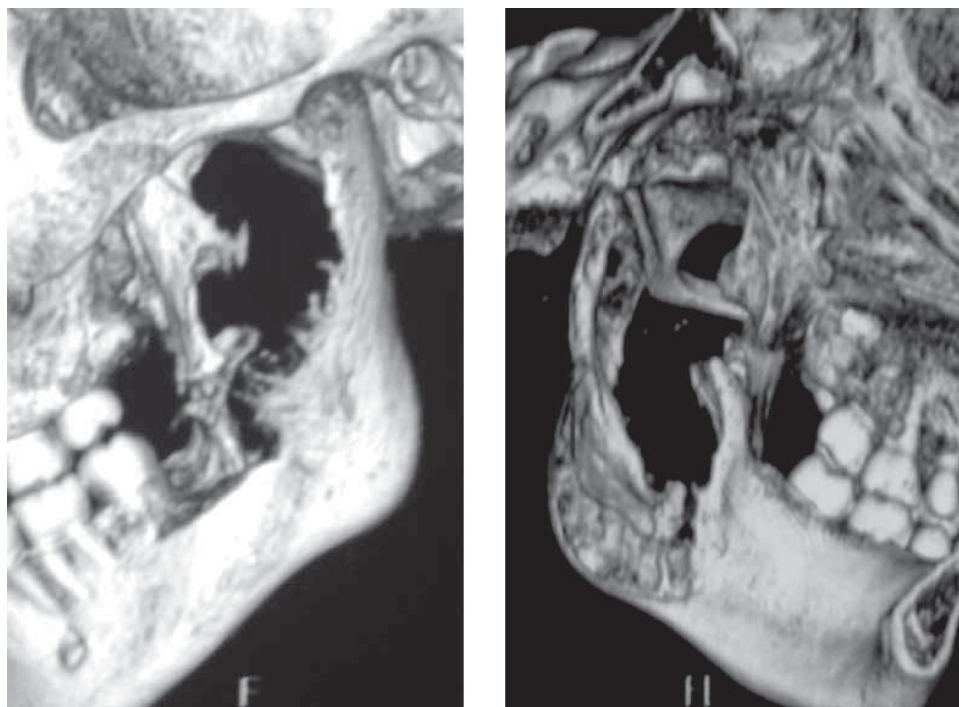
Tomografía con reconstrucción tridimensional.
